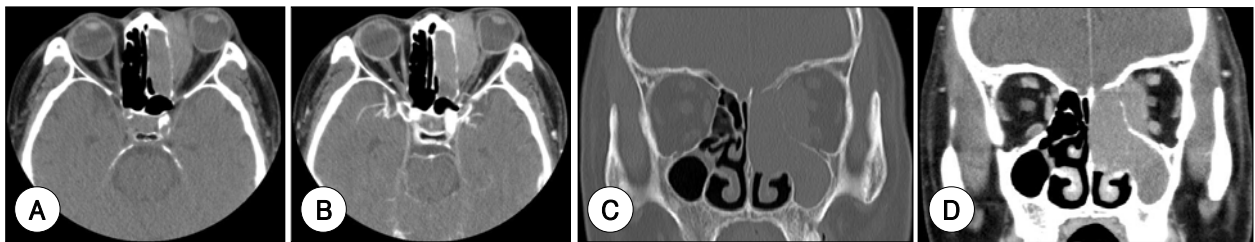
The homogeneous soft tissue density lesion is seen on CT. Probably, it could be originated from sinonasal cavity and extend to orbit. A : Axial view (preenhancement). B : Axial view (postenhancement). C : Coronal view (preenhancement). D : Coronal view (postenhancement).
